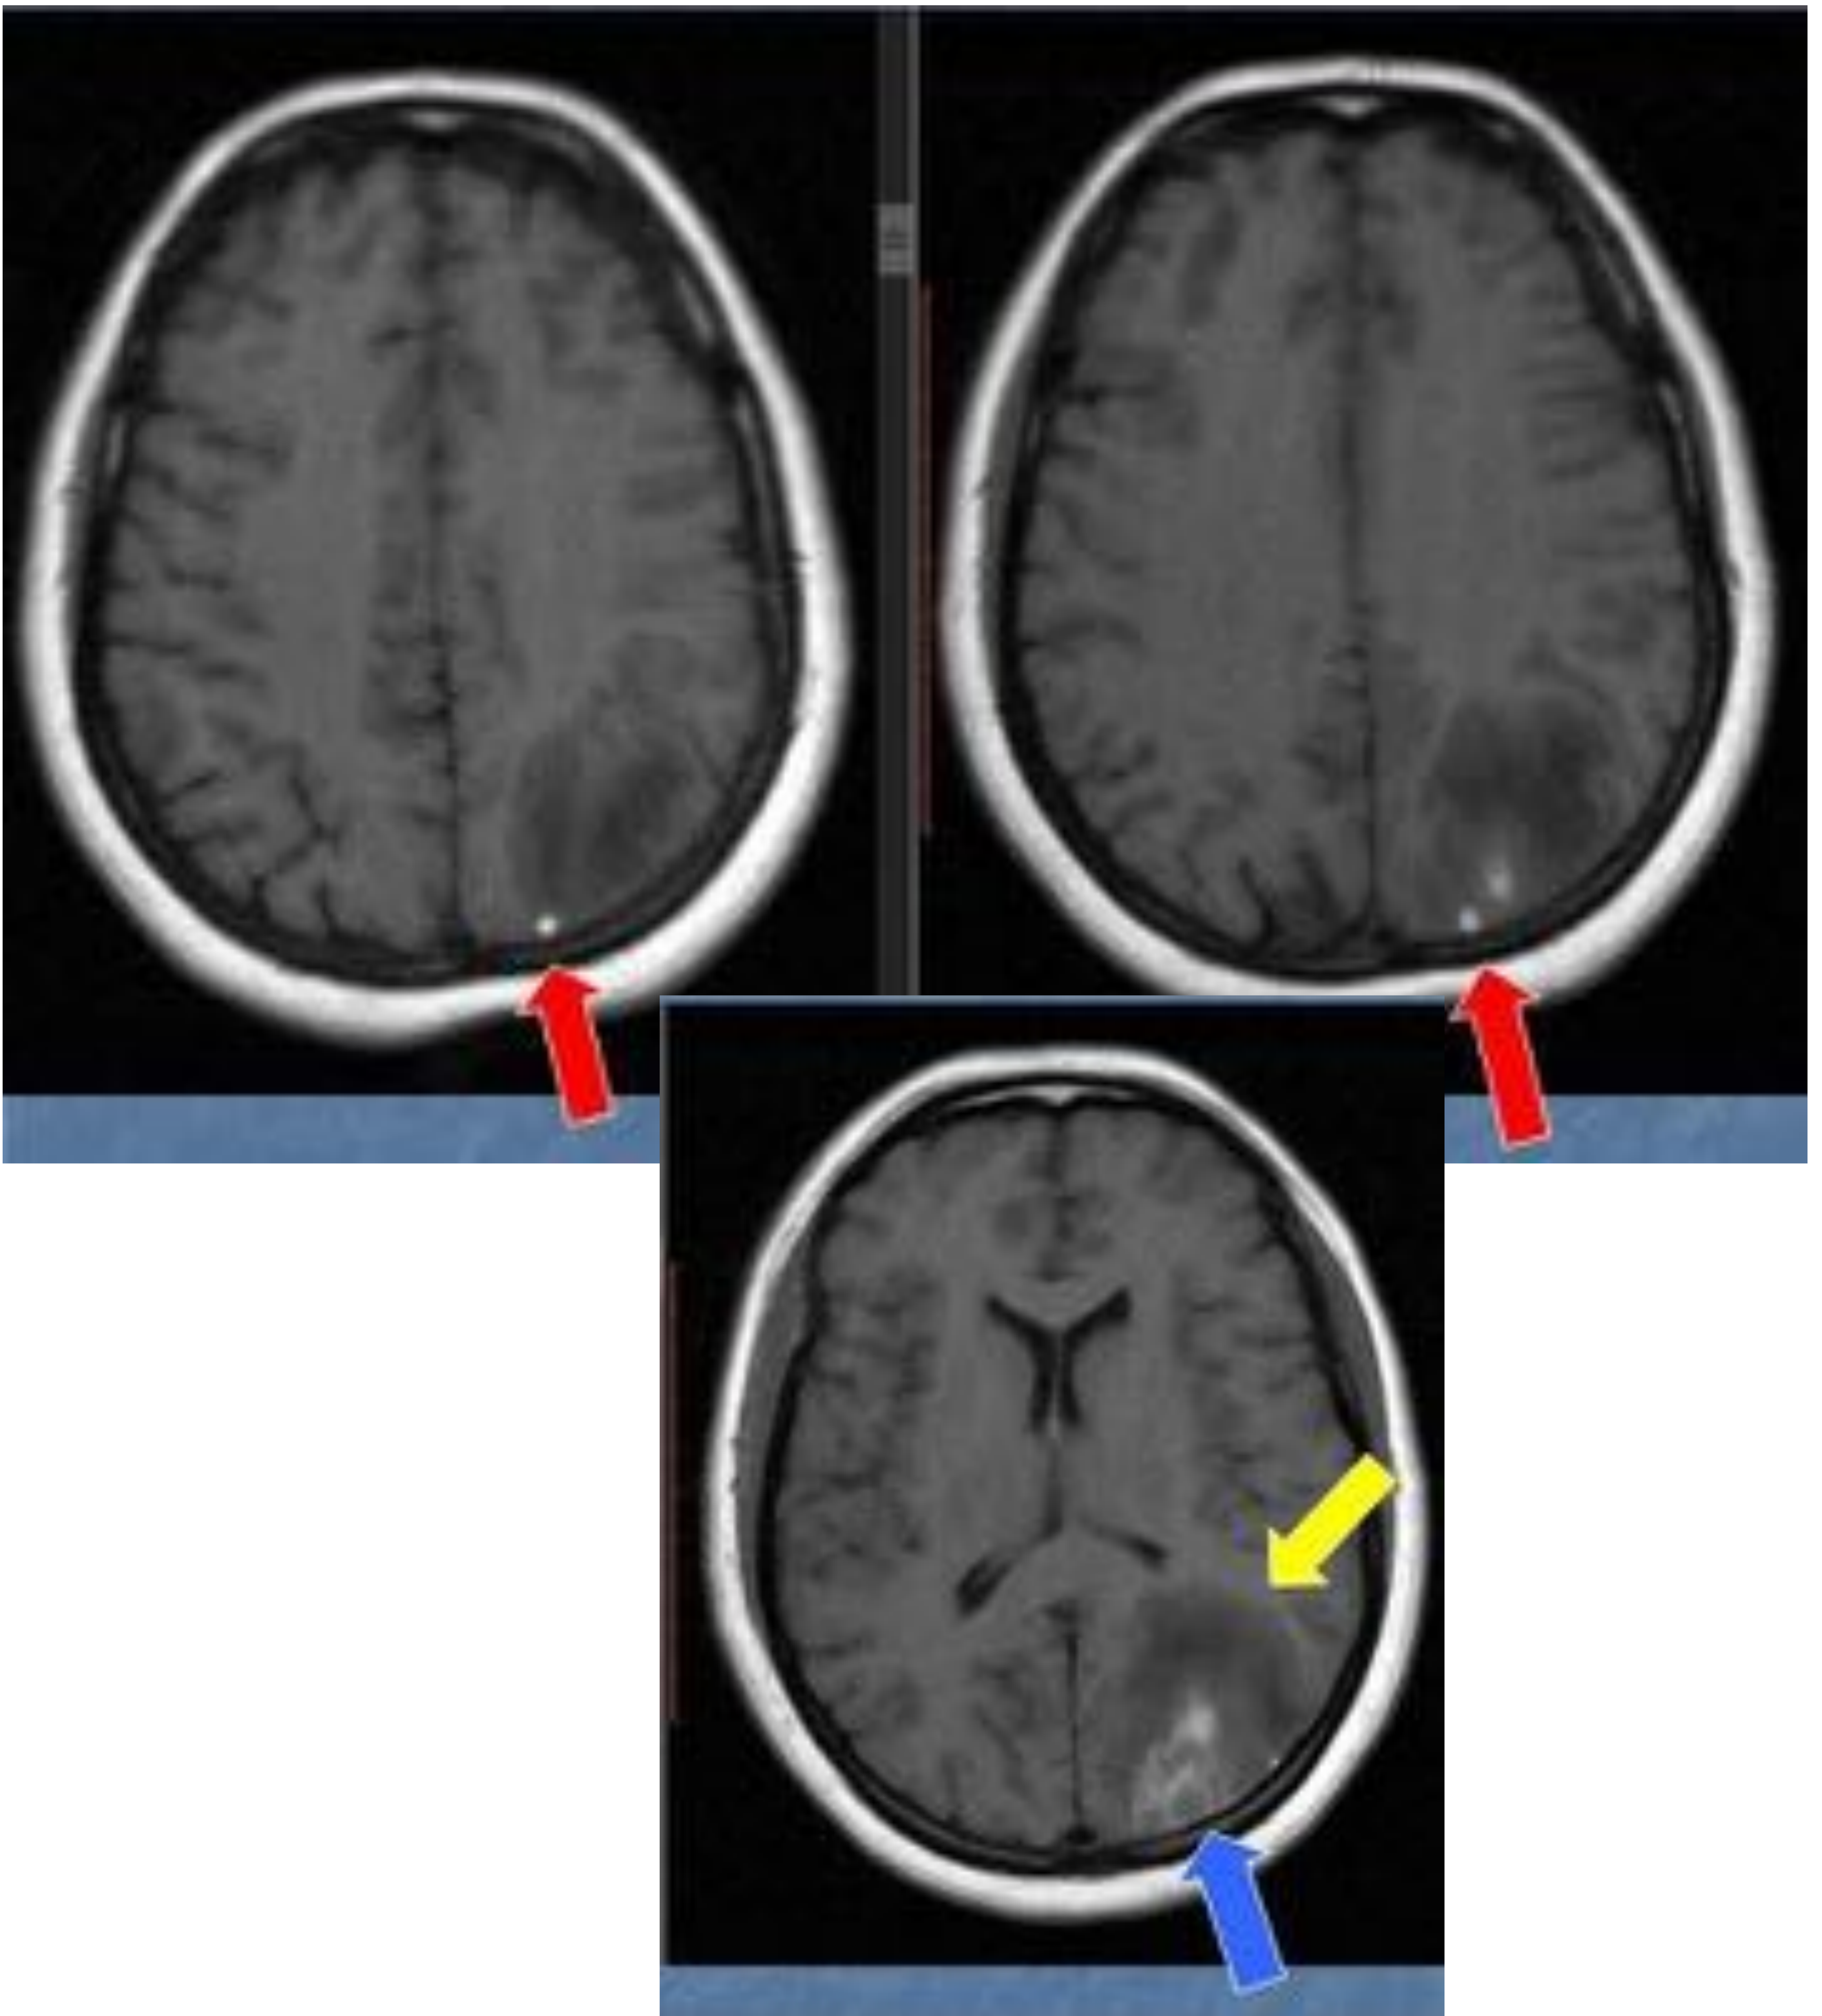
Misma paciente que en figuras 3, 4 y 5. Las imágenes de RM potenciadas en T1 muestran la vena cortical trombosada ("signo de vena hiperintensa", flecha roja) y la hemorragia intraparenquimatosa hiperintensa (flecha azul) con edema hipointenso (flecha amarilla). No se demostró realce parenquimatoso.
